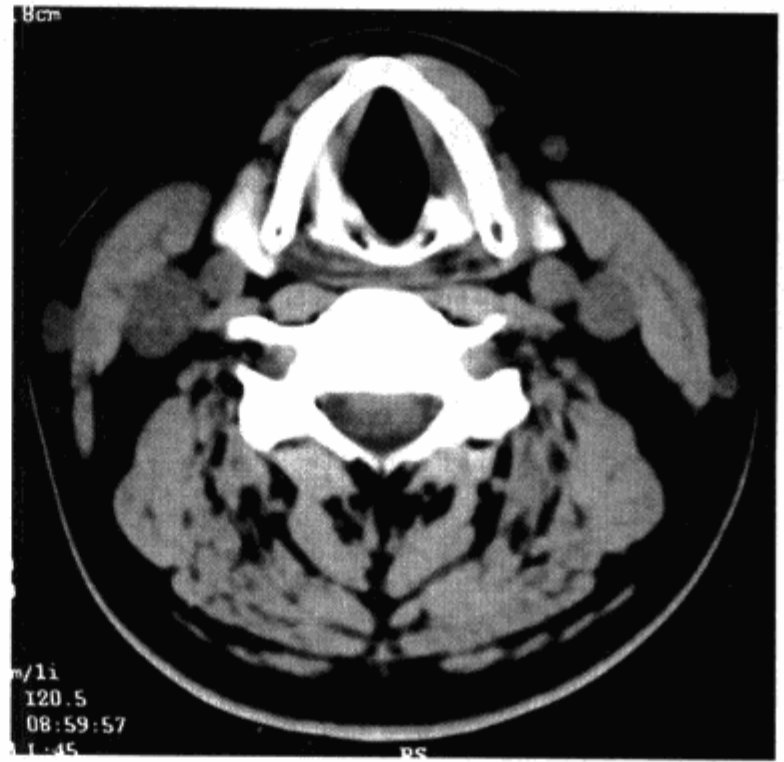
CT 平扫示正常下咽部环后区上部层面解剖结构 (一)
